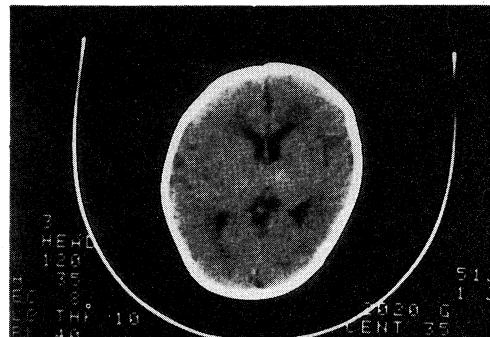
Cranial CT scan after serial lumbar punctures
